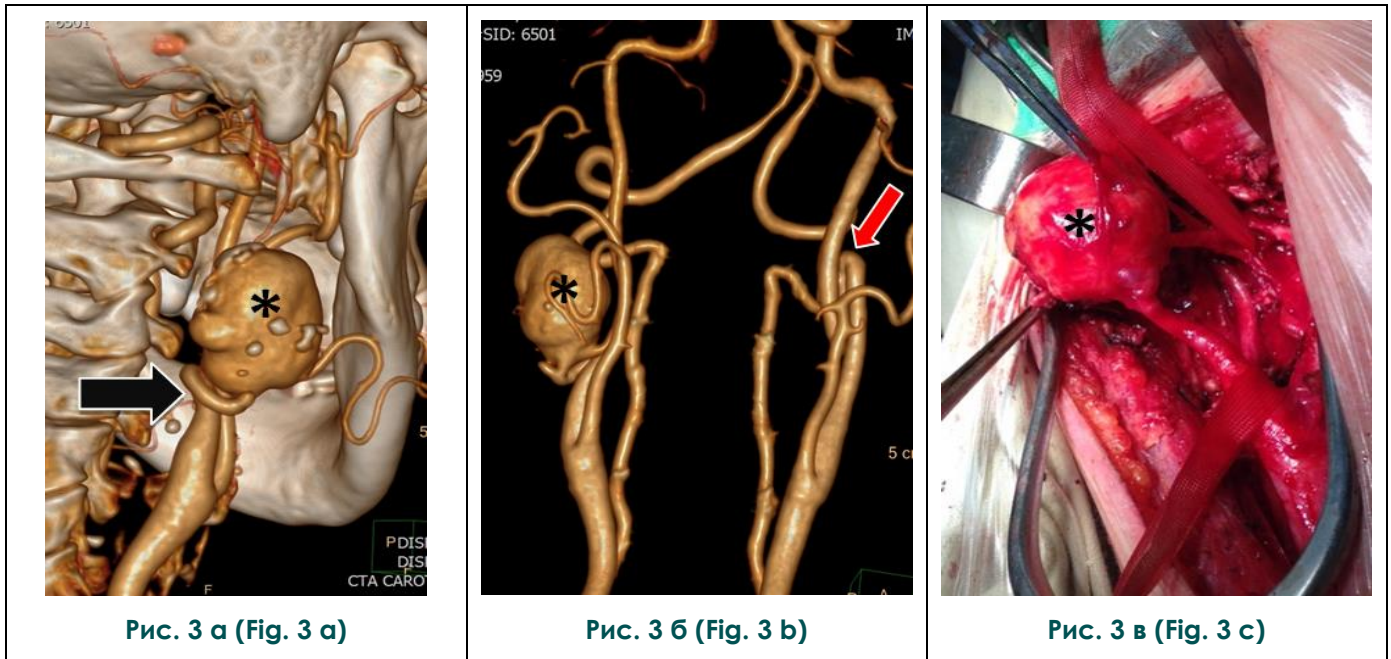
Сопоставление КТ-данных с интраоперационными результатами. а, б – КТА; в - интраоперационная фотография.
